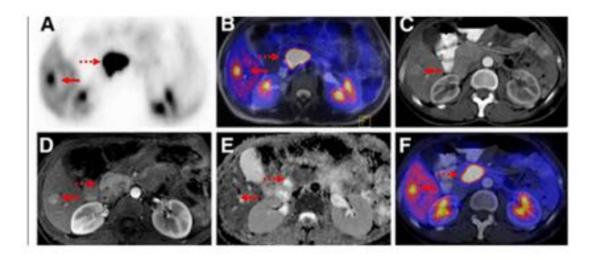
PET-TC; RM, DWI, TC
